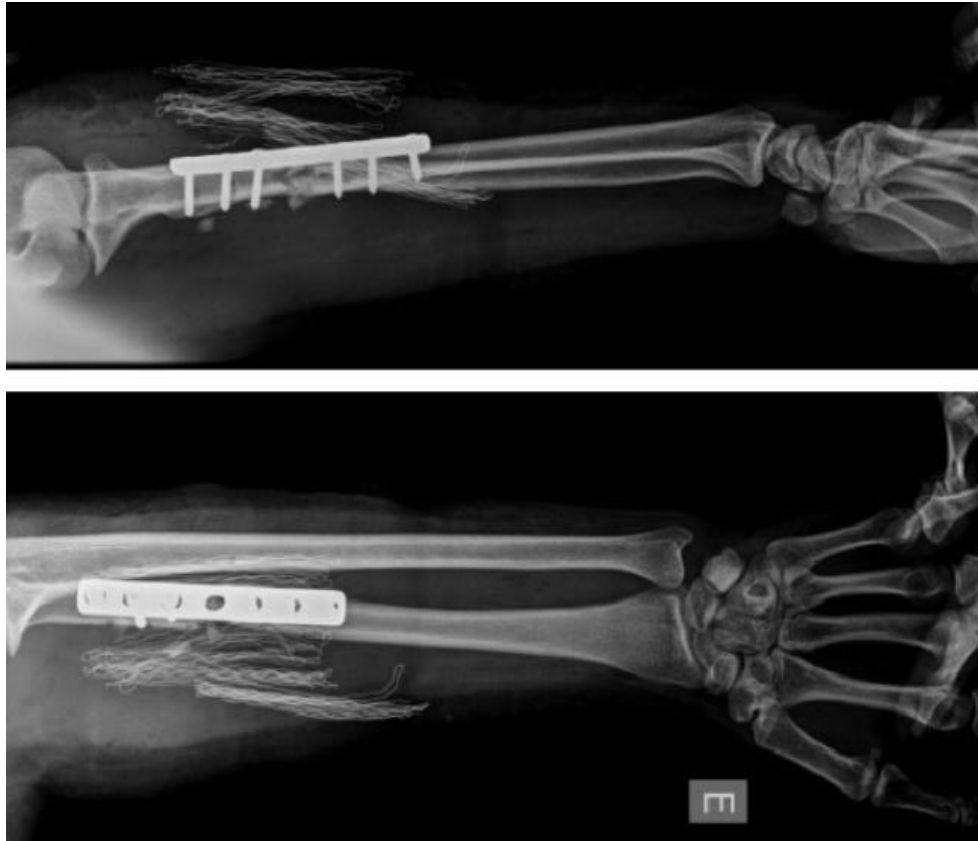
Radiografias de perfil e AP do antebraço esquerdo no pós-operatório imediato.
